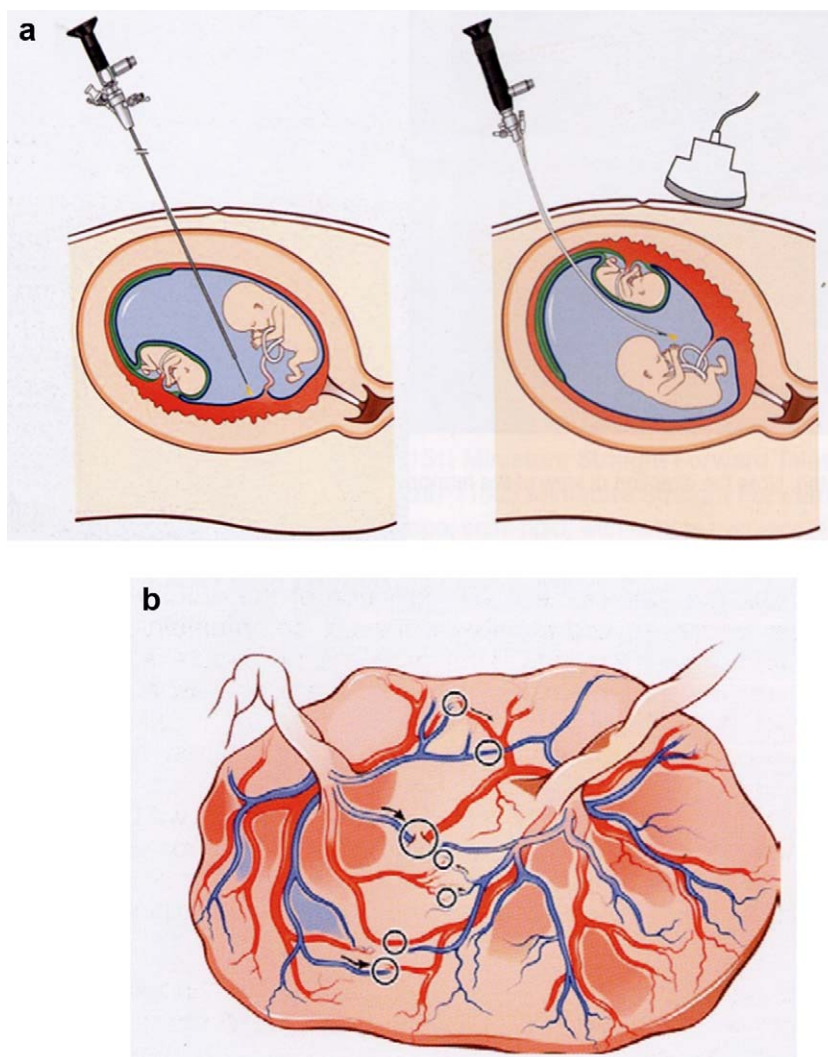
Fœtoscopie en pratique : a : introduction du fœtoscope dans la cavité amniotique sous contrôle échographique ; b : repérage de l'équateur vasculaire, puis coagulation des anastomoses.
